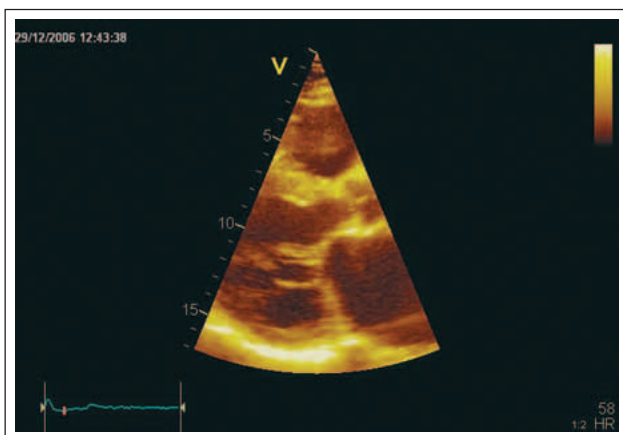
Parasternaler Längsschnitt: Exzentrisch hypertrophierter linker Ventrikel mit reduzierter Kontraktilität. Das posteriore Mitralsegel weist in diesem Schnitt lediglich einen holosystolischen Prolaps auf.
